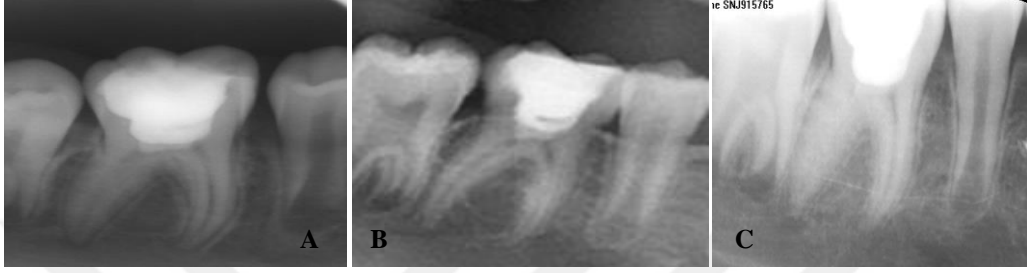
15. Kalsiyum hidroksit grubunda 36 nolu dişin A. 6. Ay B.12. ay C. 18 ay kontrol röntgeni
